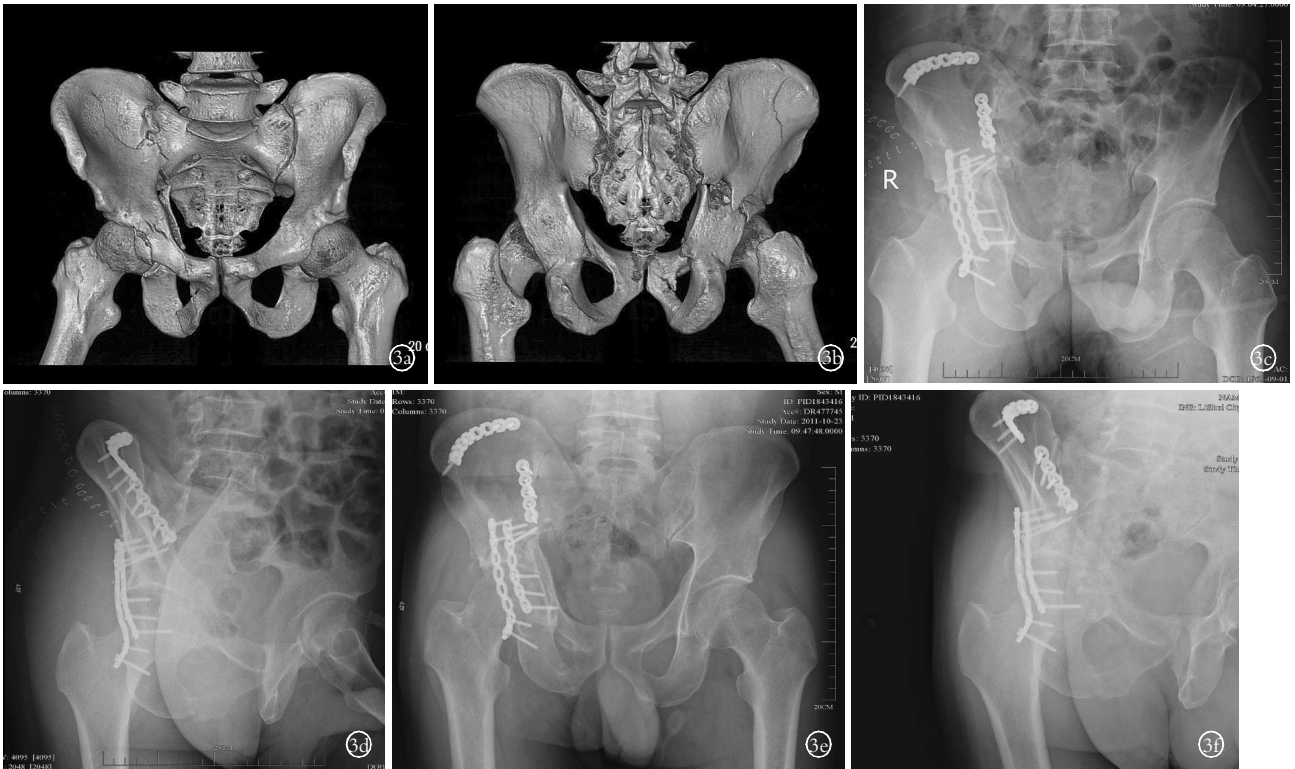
患者,男,49岁,高处坠落伤致右侧髋臼 C1 型骨折 3a,3b. 术前 CT 三维重建示右侧髋臼双柱骨折 3c,3d. 术后 X 线片示髋臼内上方弓状线欠连续,髂耻线及白缘连续、对位良好 3e,3f. 术后 3 个月 X 线片示骨折基本愈合
